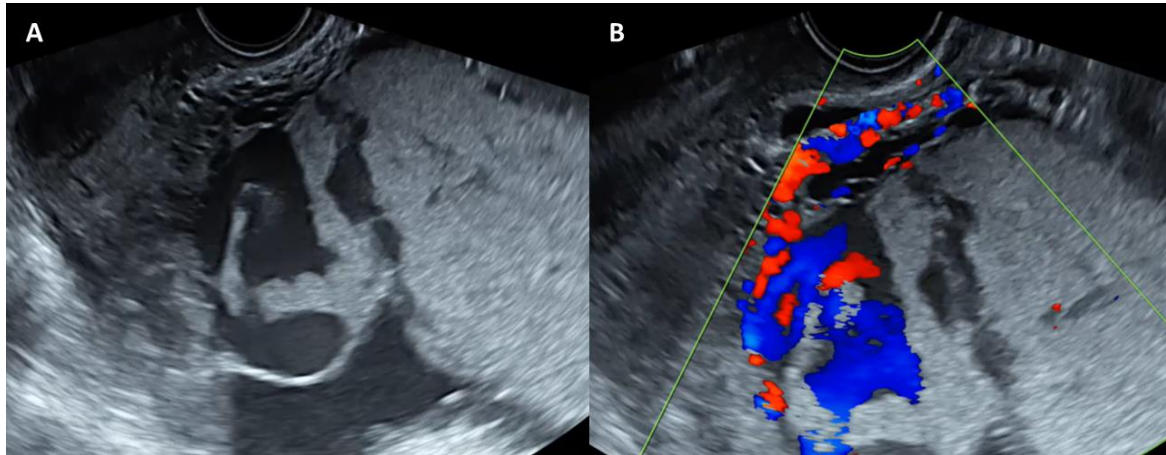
Lagunas vasculares grandes e irregulares (A) en paciente con placenta previa y antecedente de cesárea anterior. Con el Doppler color (B), se observa el flujo turbulento de alta velocidad.
